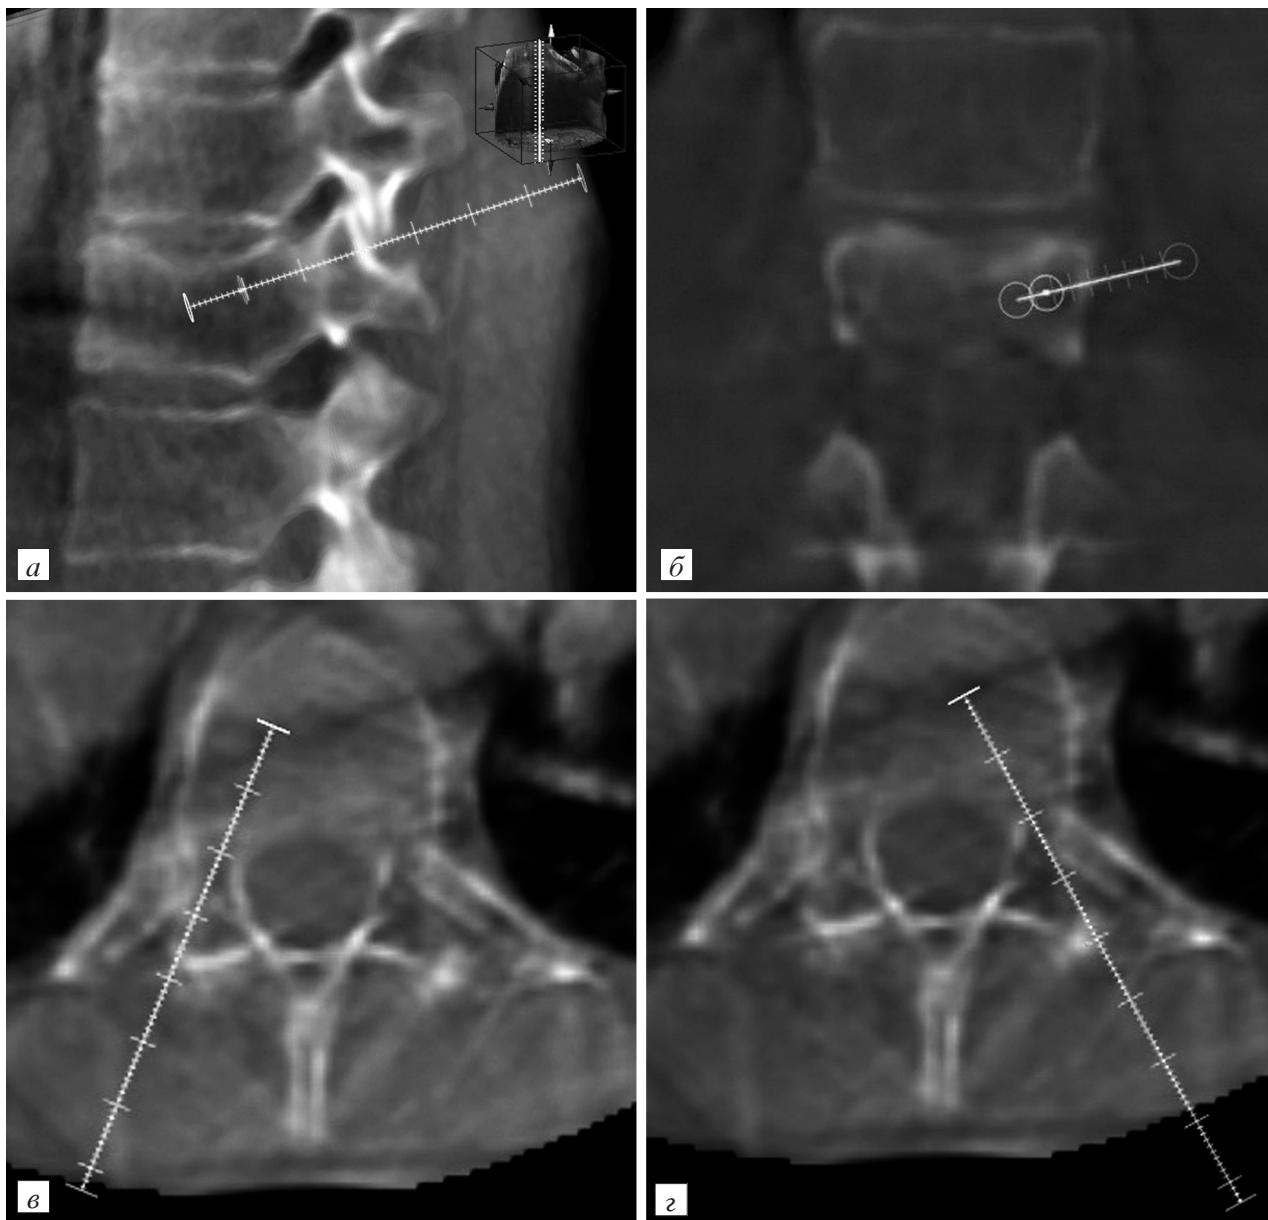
Томограмма пациентки А., 48 лет. Планирование вертебропластики с использованием XperGuide (объяснение в тексте).
